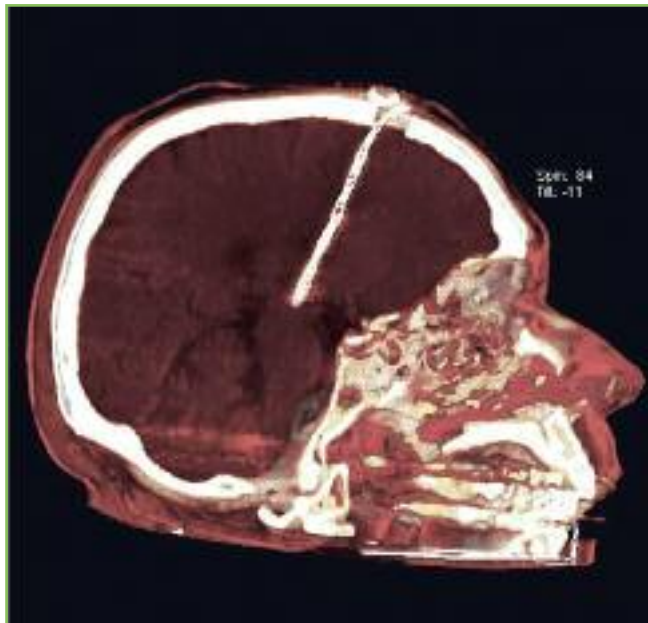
Die tiefe Hirnstimulation (hier im Thalamus, gegen Tremor): Das rekonstruierte CT-Bild zeigt die lange Drahtelektrode mit ihrer Spitze tief im Hirngewebe.
